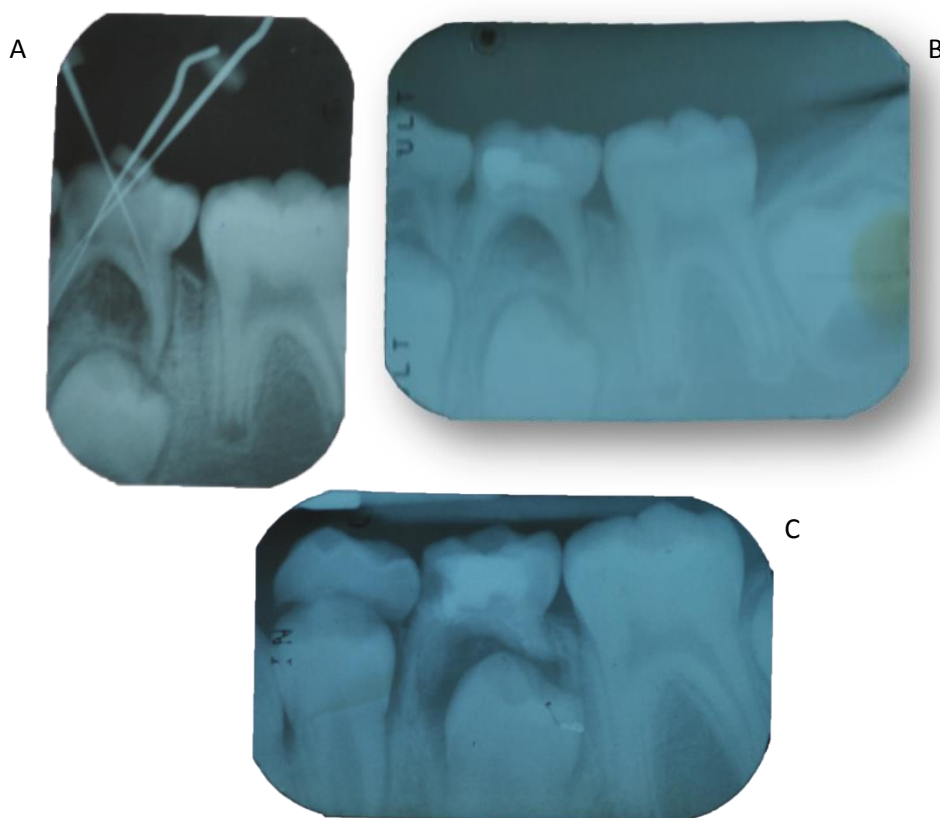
Radiografias de um 75 com perfuração da furca em que foi feita a reparação com MTA
